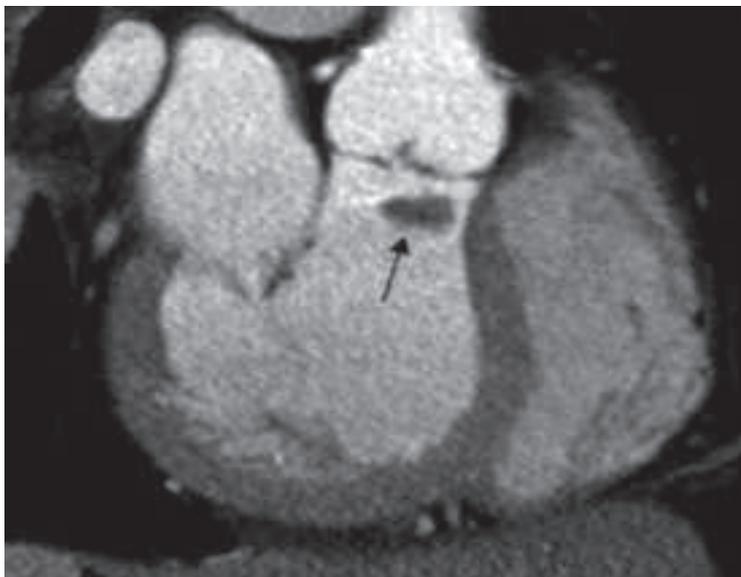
Endocardite infecciosa em válvula aórtica diagnosticada pela tomografia computadorizada.
